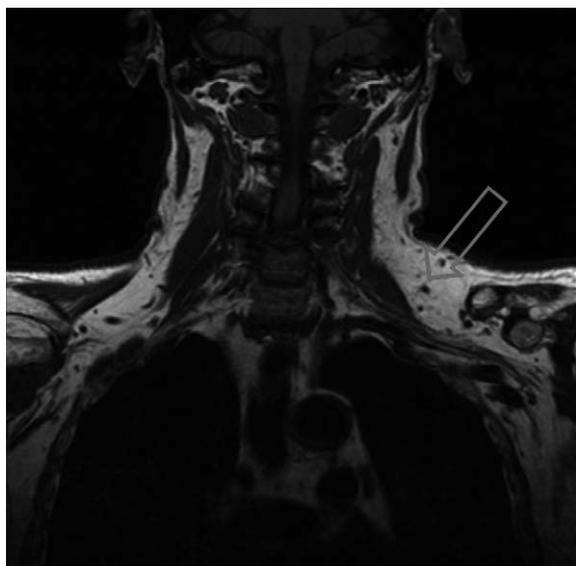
Seventy-eight years old male patient complained tingling sensation of left arm, and brachial plexus MRI shows hypertrophic fat tissue compressing brachial plexus.
